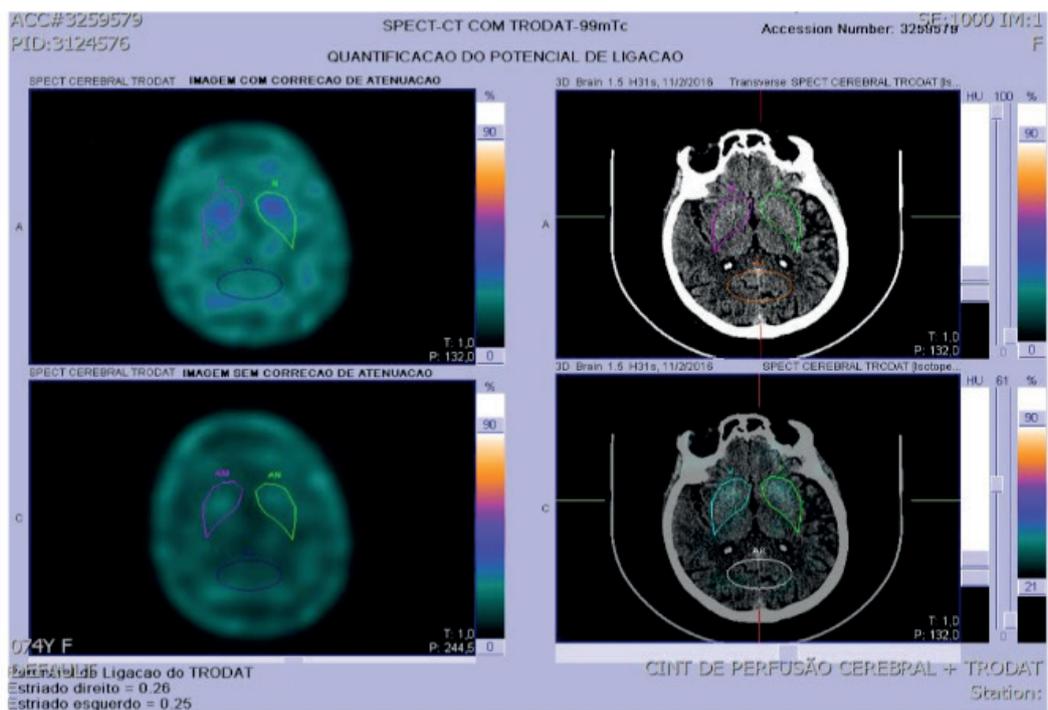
SPECT [99mTc] -TRODAT-1 de paciente com doença de Parkinson.
